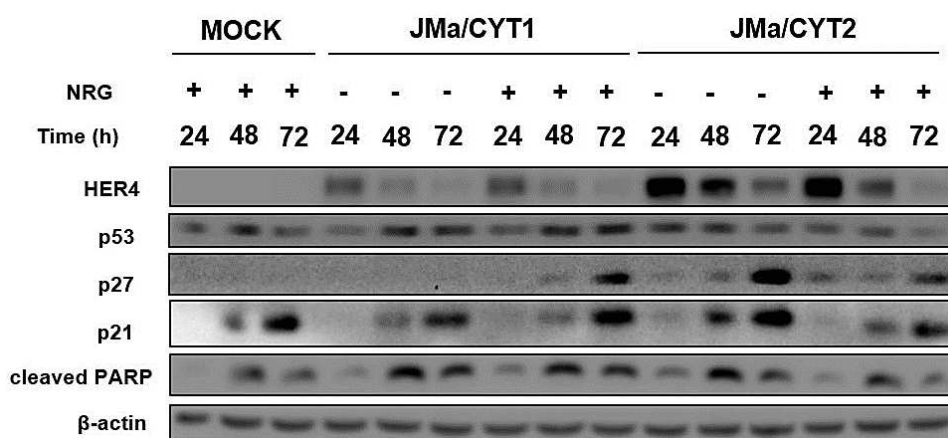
Expression et effets de l'isoforme JMa/CYT2 dans la lignée BT549 après stimulation ou non par la NRG1
